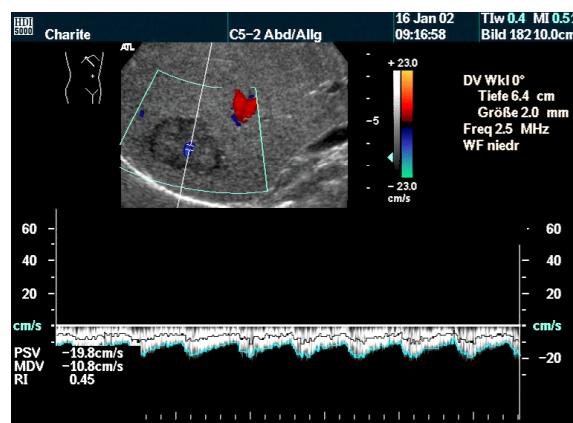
Dopplerspektrum der zentralen Tumorarterie
